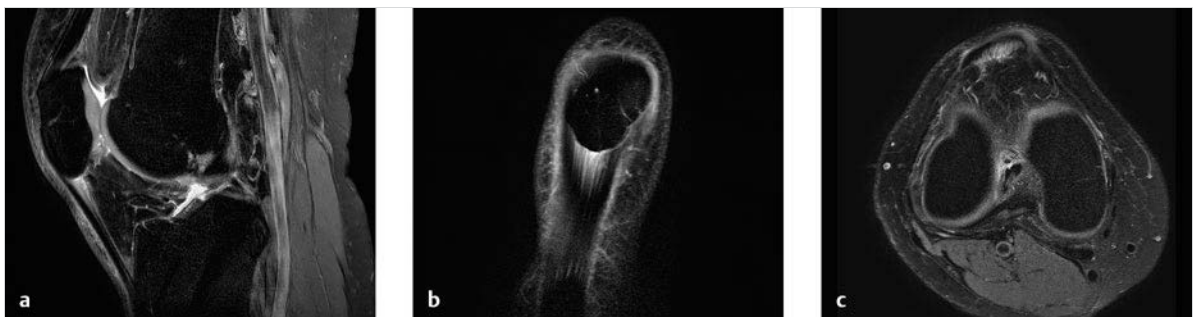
MRT: Signalanhebung der proximalen Patellarsehnen.
